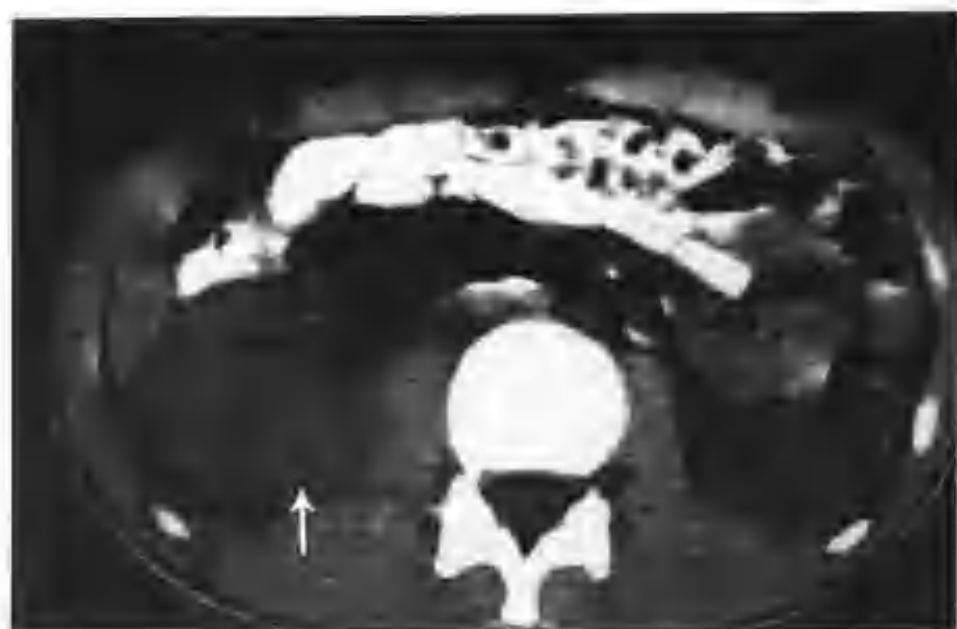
右肾局灶型黄色肉芽肿性肾盂肾炎 (CT 平扫示右肾中极肾实质增厚, 内见类圆形稍高密度病变 (箭头), 大小约 $3.0\text{cm} \times 3.5\text{cm}$)
